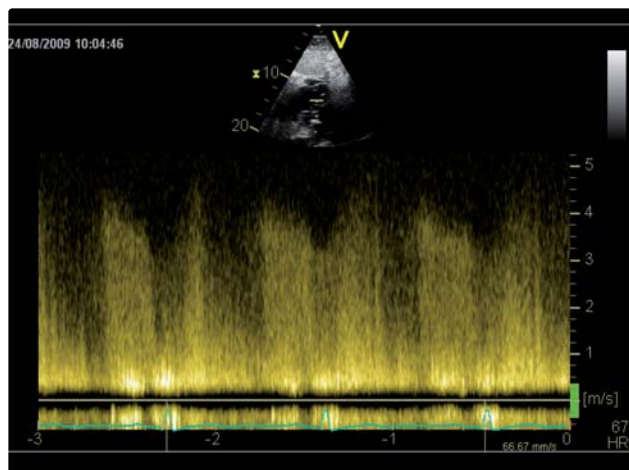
Jícnová echokardiografie – horní transezofageální projekce na bázi srdeční s rupturou stěny Valsalvova sinu
